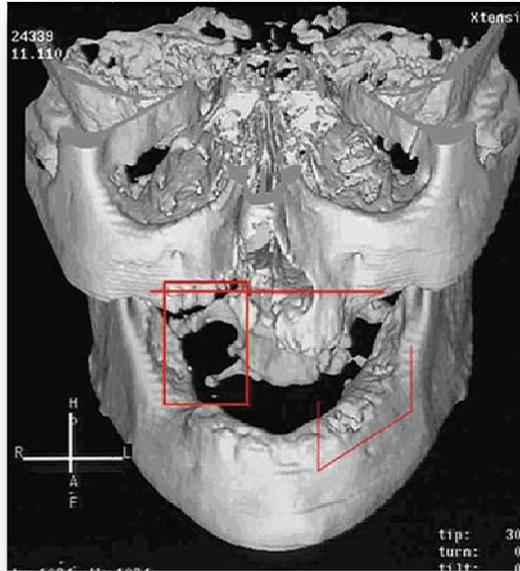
Tomografía computarizada donde se observan zonas de osteonecrosis.¹⁹
